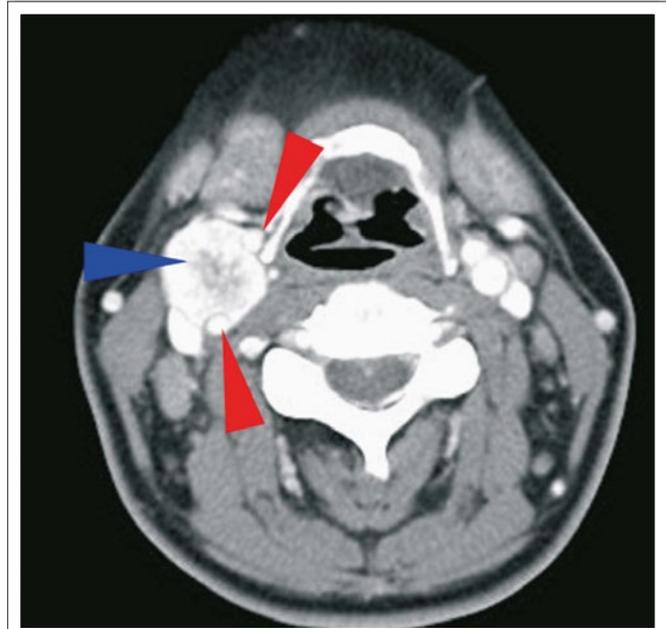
Axiale Schnittenebene der kontrastmittelverstärkten CT der Halsweichteile. *Glomus caroticum*-Tumor rechts (blauer Pfeil) mit partieller Ummauerung der Karotiden (rote Pfeile).
